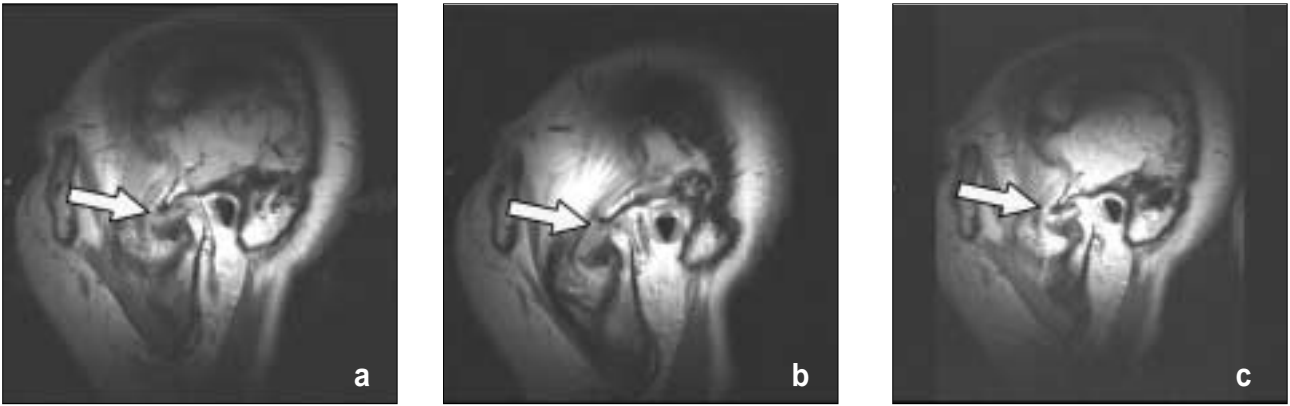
Preoperative MRI. Disc is displaced anterior on closed mouth T1-weighted image (a) and it is reduced during mouth opening (b). The disc morphology is fairly normal. Remarkable synovial fluid collection is not seen on T2-weighted image (c).
